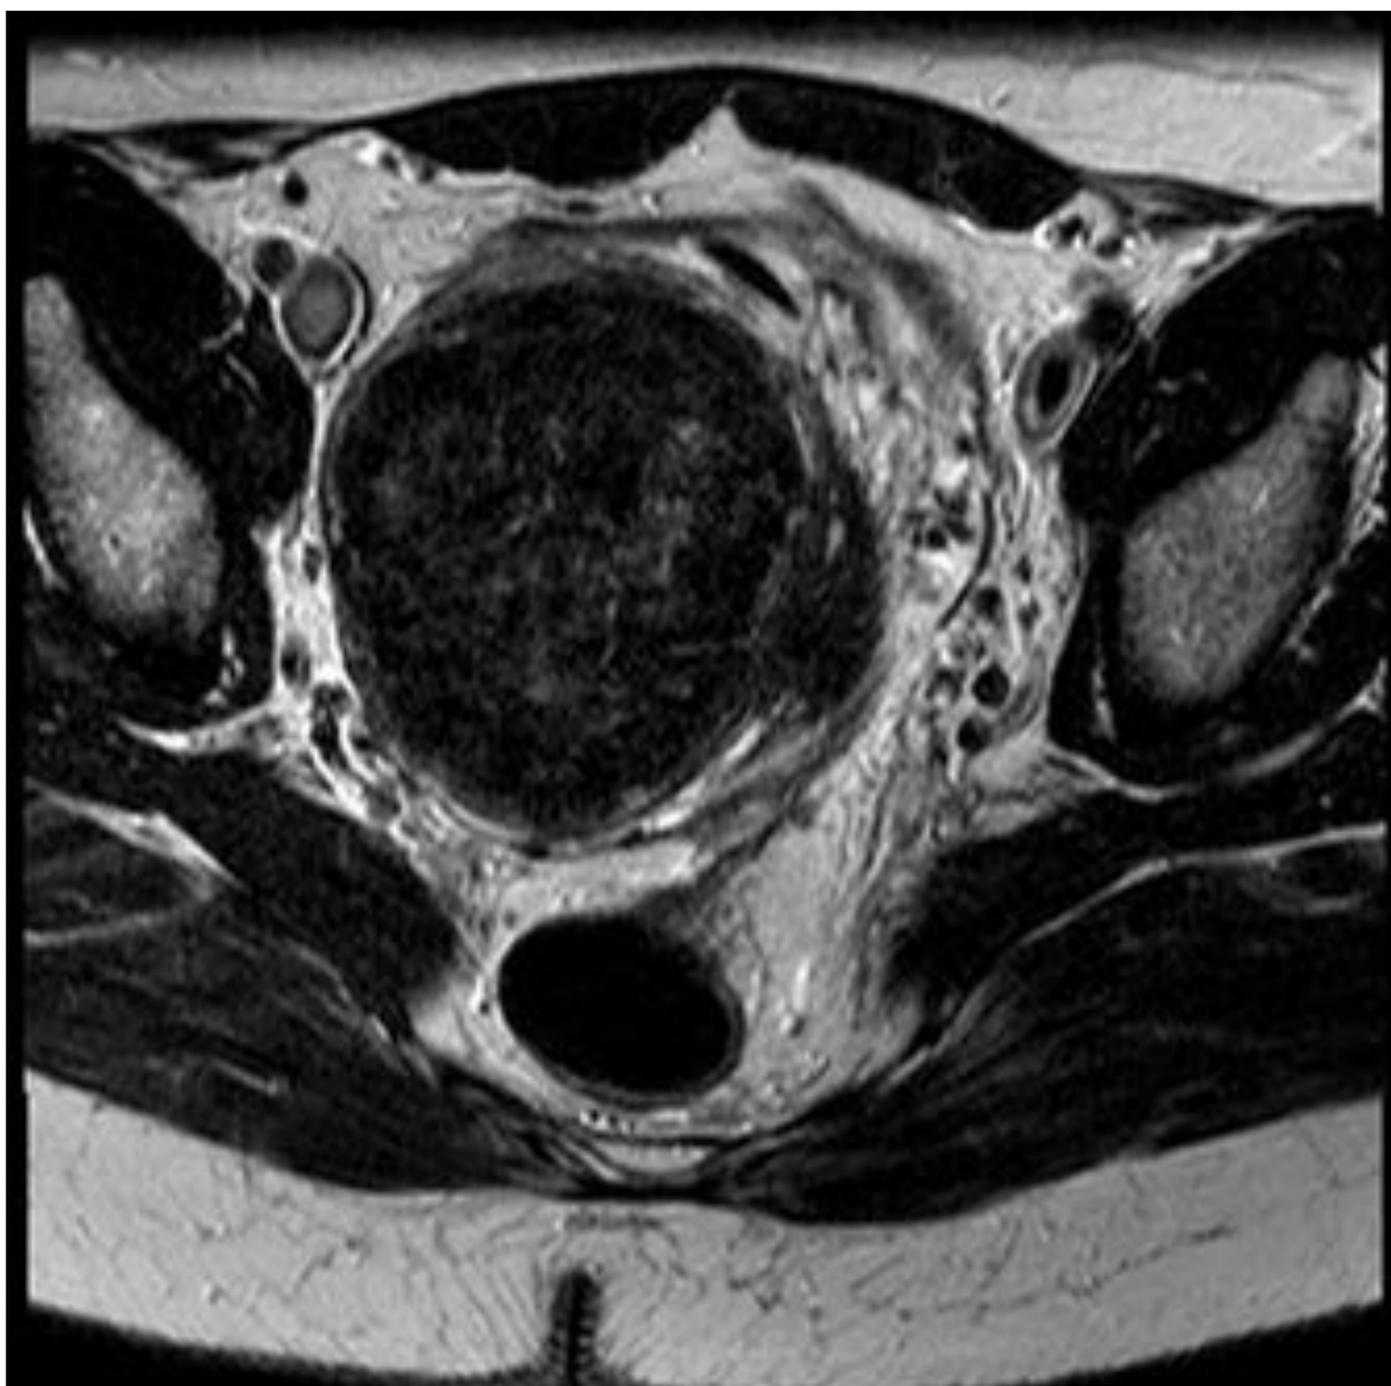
Mujer de 45 años con metrorragias. Imagen RM T2 axial que muestra un mioma uterino con hiposeñal en esta secuencia, de 8 cm de diámetro antero-posterior.
